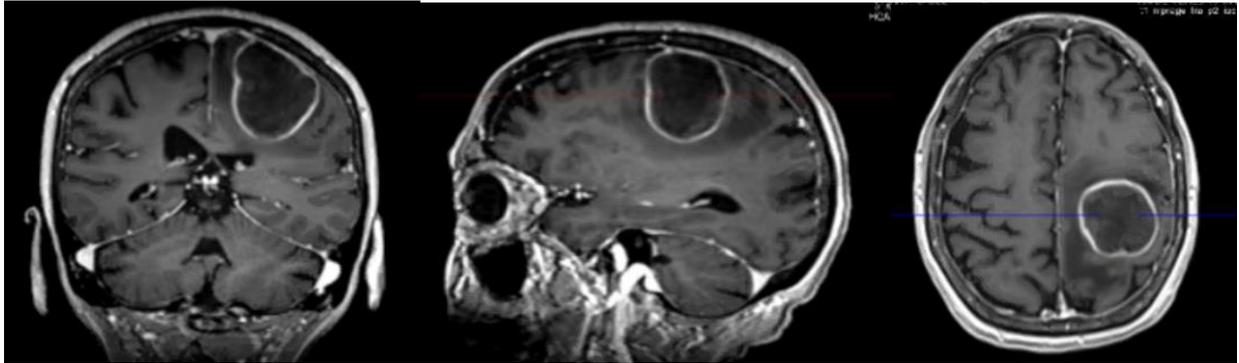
Imagen de resonancia de un absceso. Coronal (izda), sagital (centro) y axial (dcha.).
